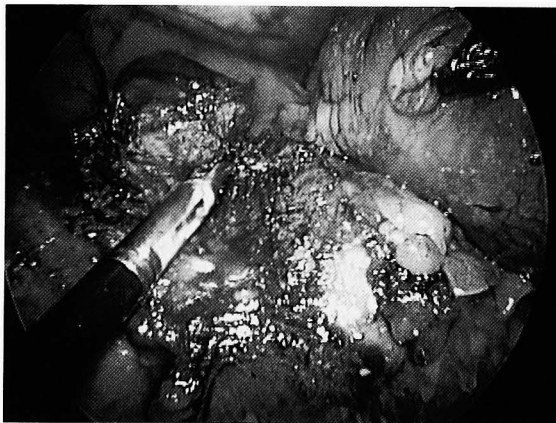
Resection of tumor by ultrasonically activated scalpel.
